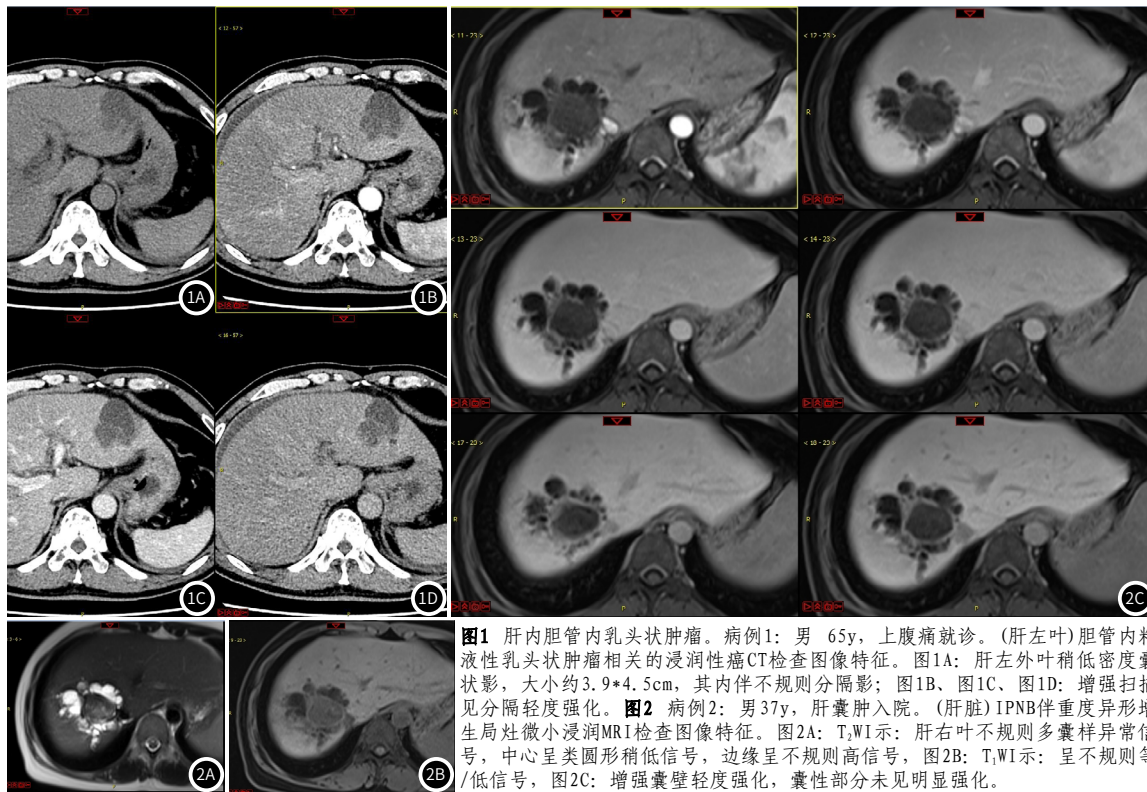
肝内胆管内乳头状肿瘤。病例1:男 65y,上腹痛就诊。(肝左叶)胆管内粘液性乳头状肿瘤相关的浸润性癌CT检查图像特征。图1A:肝左外叶稍低密度囊状影,大小约3.9\*4.5cm,其内伴不规则分隔影;图1B、图1C、图1D:增强扫描见分隔轻度强化。图2 病例2:男 37y,肝囊肿入院。(肝脏)IPNB伴重度异形增生局灶微小浸润MRI检查图像特征。图2A:T<sub>2</sub>WI示:肝右叶不规则多囊肿异常信号,中心呈类圆形稍低信号,边缘呈不规则高信号;图2B:T<sub>1</sub>WI示:呈不规则等/低信号;图2C:增强囊壁轻度强化,囊性部分未见明显强化。
